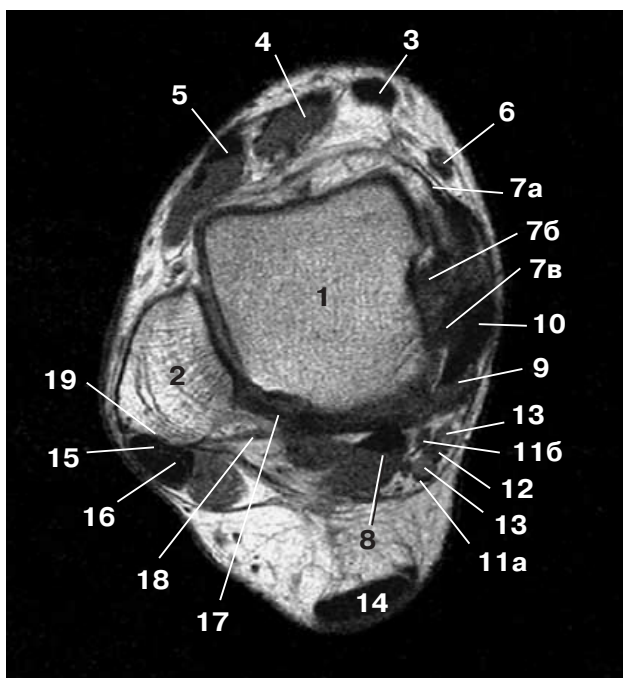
T1-взвешенная аксиальная МР-томограмма на уровне блока таранной кости. 1 – таранная кость, 2 – латеральная лодыжка, 3 – tendo m. tibialis anterior, 4 – tendo m. extensor hallucis longus, 5 – tendo m. extensor digitorum longus, 6 – v. saphena magna, 7 – дельтовидная связка (lig. deltoideum): а – большеберцово-ладьевидная часть (pars tibionavicularis), б – передняя большеберцово-таранная часть (partes tibiotalares anterior), в – задняя большеберцово-таранная часть (partes tibiotalares posterior), 8 – m. flexor hallucis longus, 9 – m. flexor digitorum longus, 10 – tendo m. tibialis posterior, 11 – n. plantaris: а – pars medialis, б – pars lateralis, 12 – a. tibialis posterior, 13 – вены, 14 – ахиллово сухожилие, 15 – tendo m. peroneus brevis, 16 – tendo m. peroneus longus, 17 – lig. talofibulare posterius, 18 – lig. tibiofibulare posterius, 19 – плоская вырезка латеральной лодыжки.
